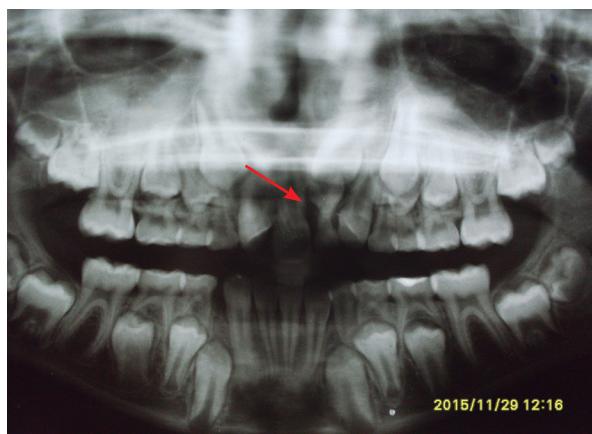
Ortopantomografía muestra: el 1.1 y 6.1 ya erupcionados en la boca; mesiodens indicado con una flecha, cerca de la fosa nasal, y la pieza 2.1 sobre el mesiodens.
